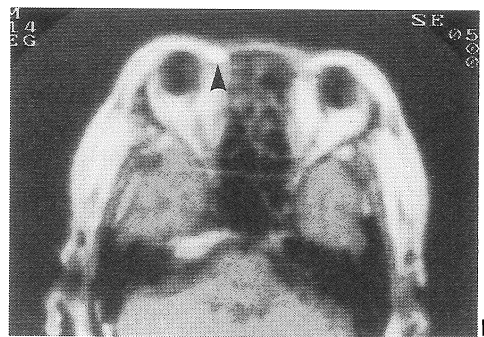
53 歳女性 皮様嚢腫 (MRT-22 A)
